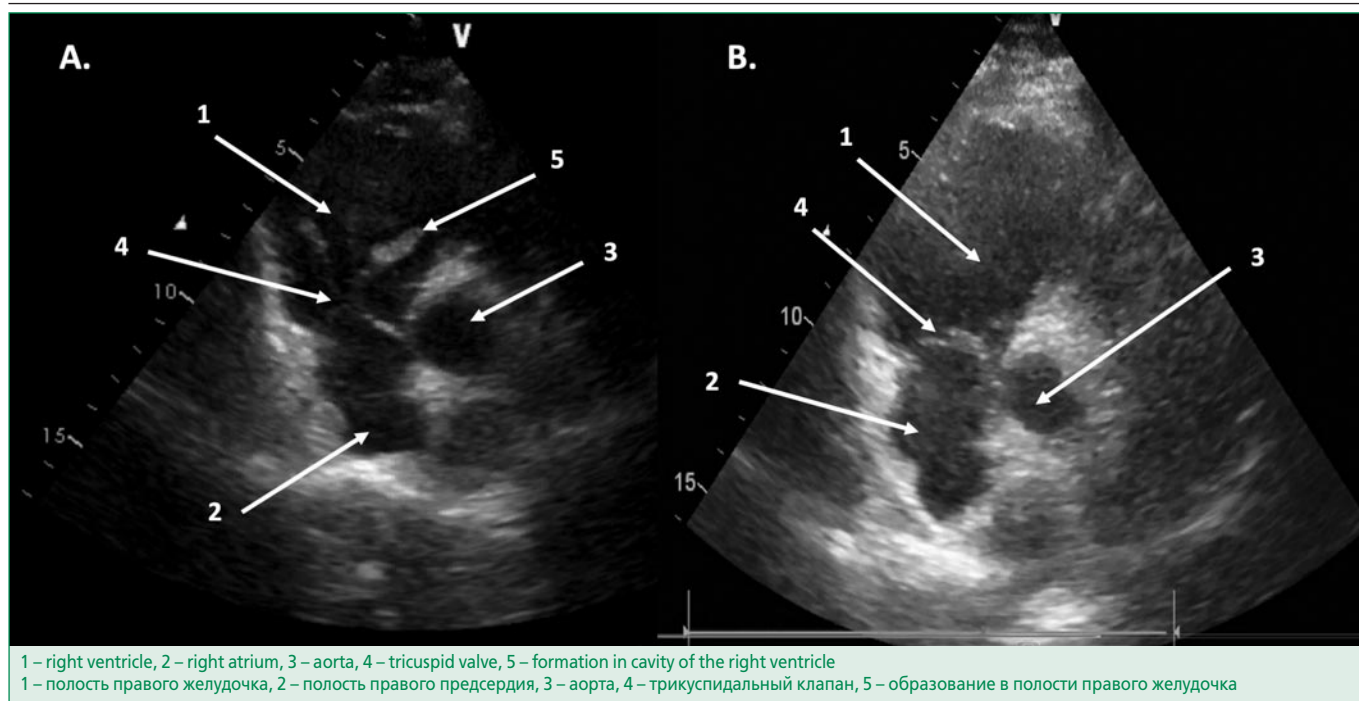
Echocardiography of the patient F.
